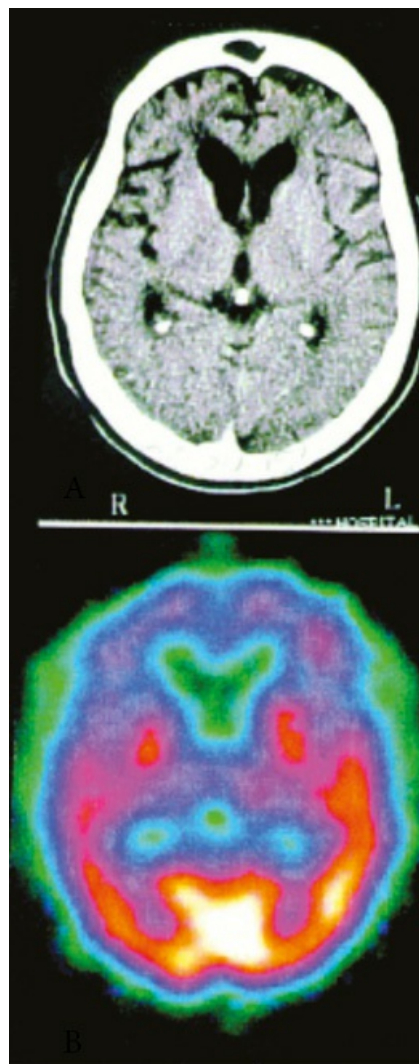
Tomografia computadorizada de crânio (A) revelando atrofia cortical leve em regiões frontais e temporais anteriores em paciente com diagnóstico de DFT. No mesmo paciente, SPECT cerebral (B) mostra hipoperfusão acentuada nas mesmas regiões.
